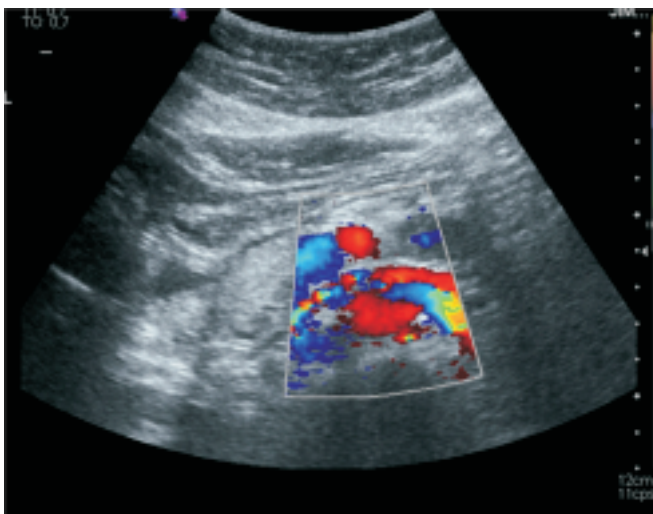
En el Doppler renal se objetiva una moderada ectasia de la vena renal izquierda a nivel del hilio renal, visualizándose la vena renal permeable en toda su longitud hasta su desembocadura en la cava.
